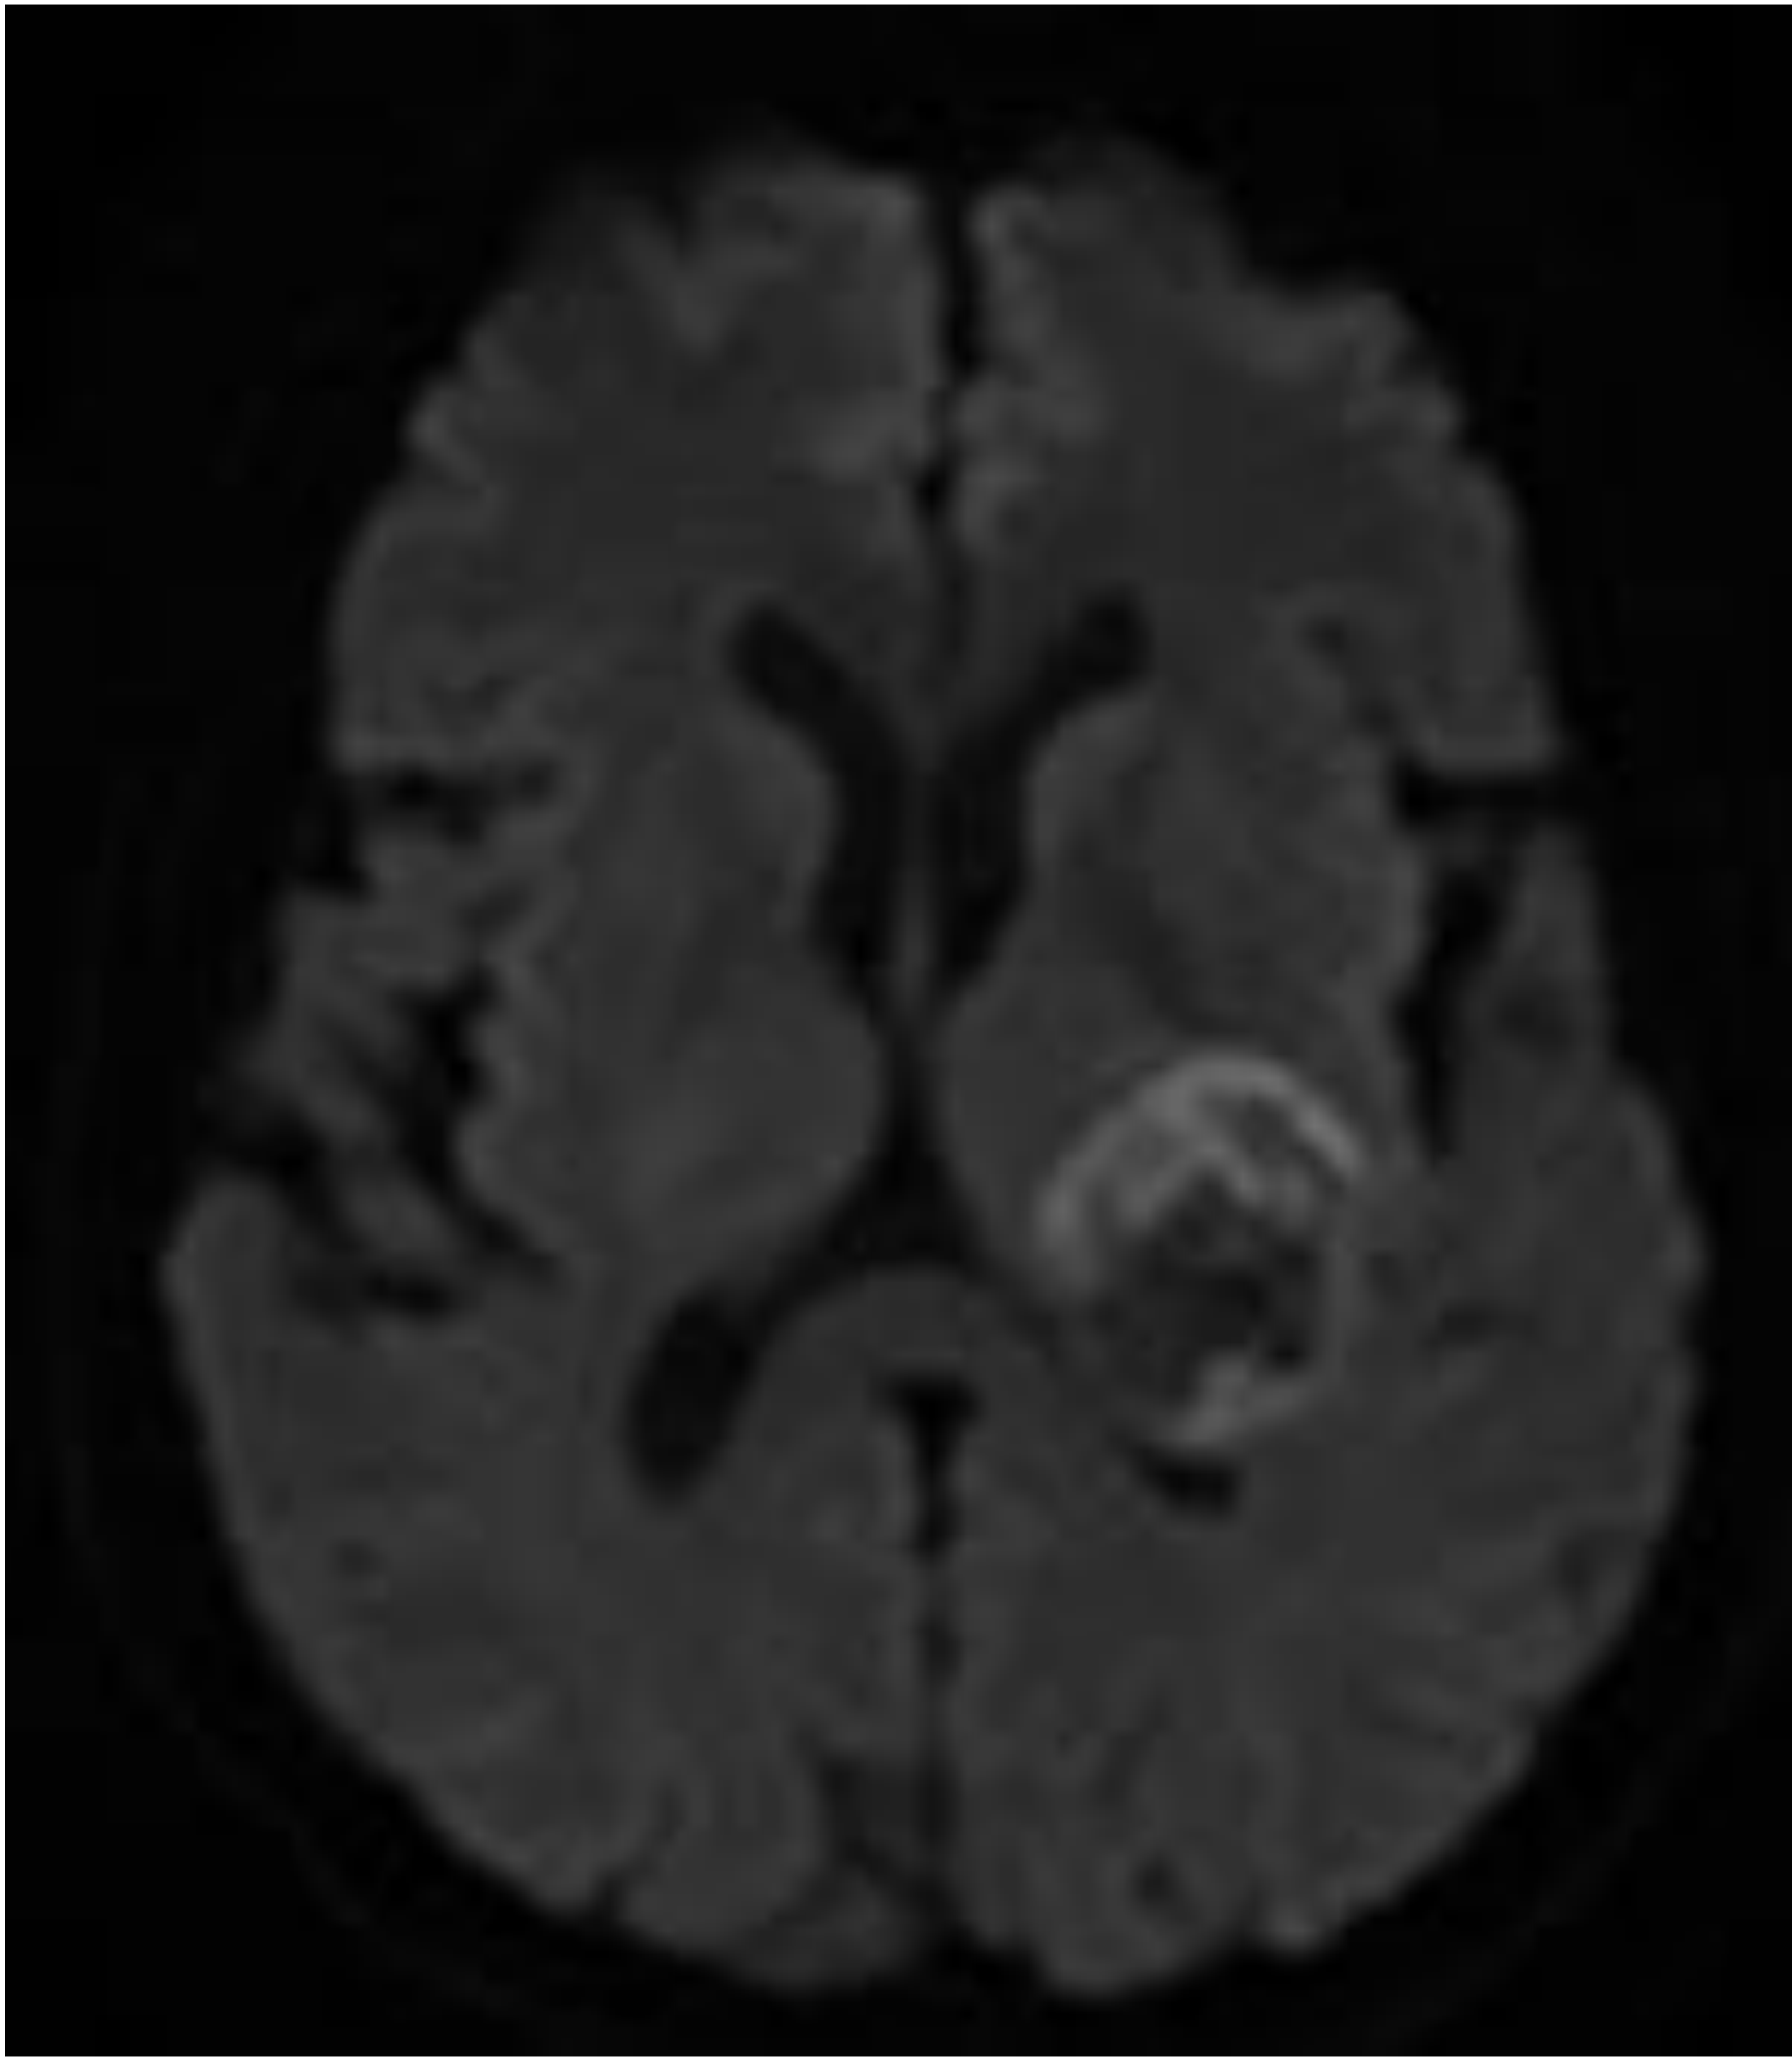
RM: T2 difusión axial, ADC axial, gadolinio axial y coronal
